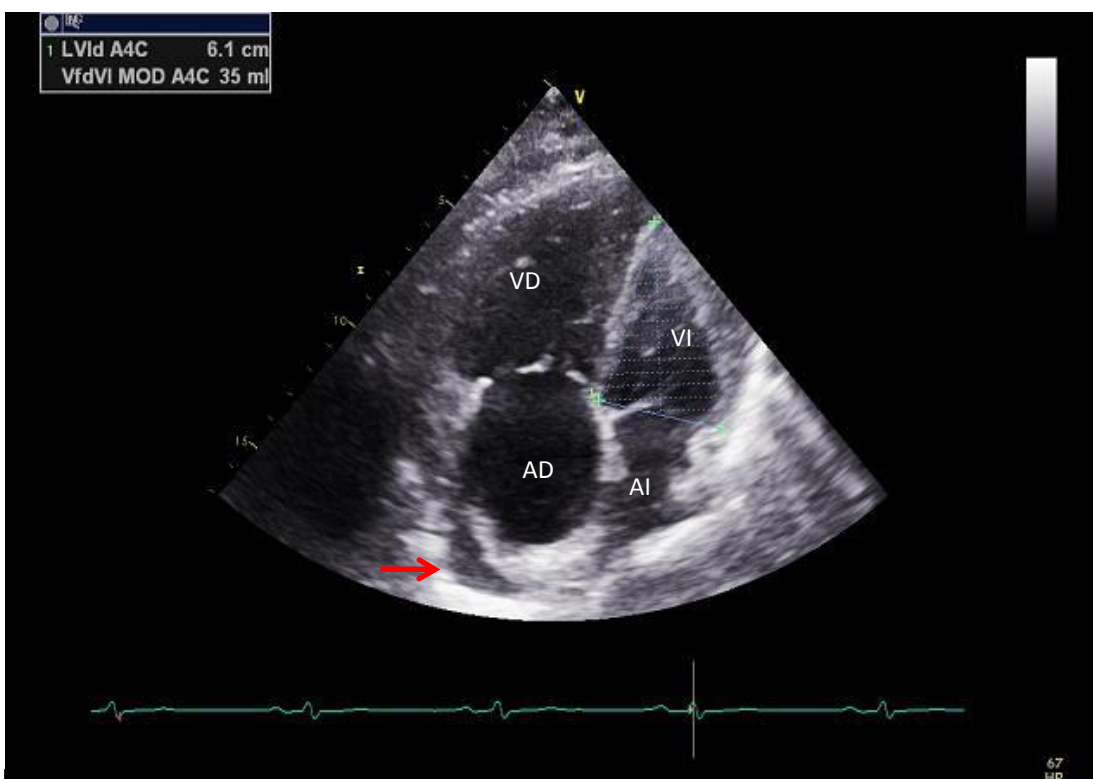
Paciente femenino de 54 años con diagnóstico de esclerosis sistémica de 4 años de evolución. RODNAN 4 puntos. En la figura se muestra una vista apical 4 cámaras. La flecha señala la presencia de derrame pericárdico de 5 mm de separación retroauricular derecho, sin datos de compromiso hemodinámico. AI: aurícula izquierda. AD: aurícula derecha. VI: ventrículo izquierdo. VD: ventrículo derecho. Figura 1.
